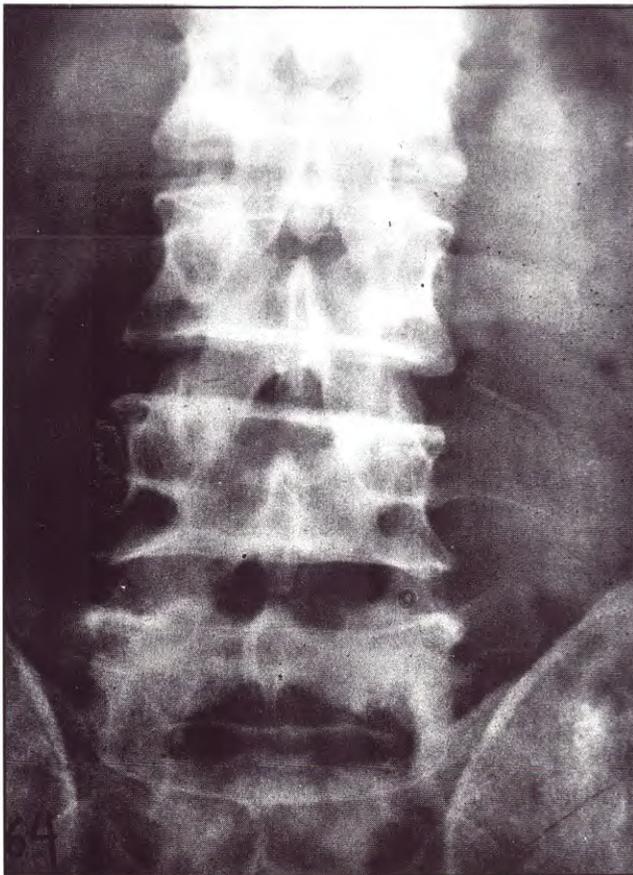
Radiografía postquirúrgica. Resección parcial articular L5-S1 izquierda.
